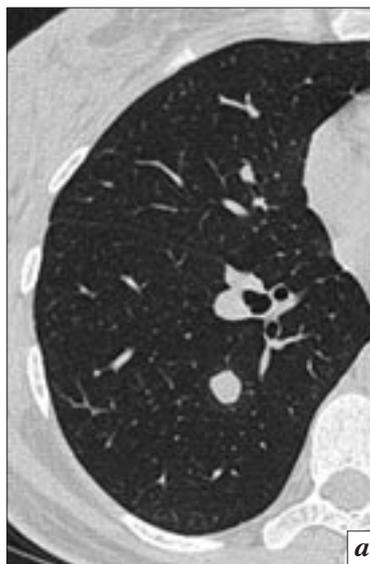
МСКТ, аксиальный срез на уровне устья нижнедолевых бронхов, фрагменты исследований в динамике:
